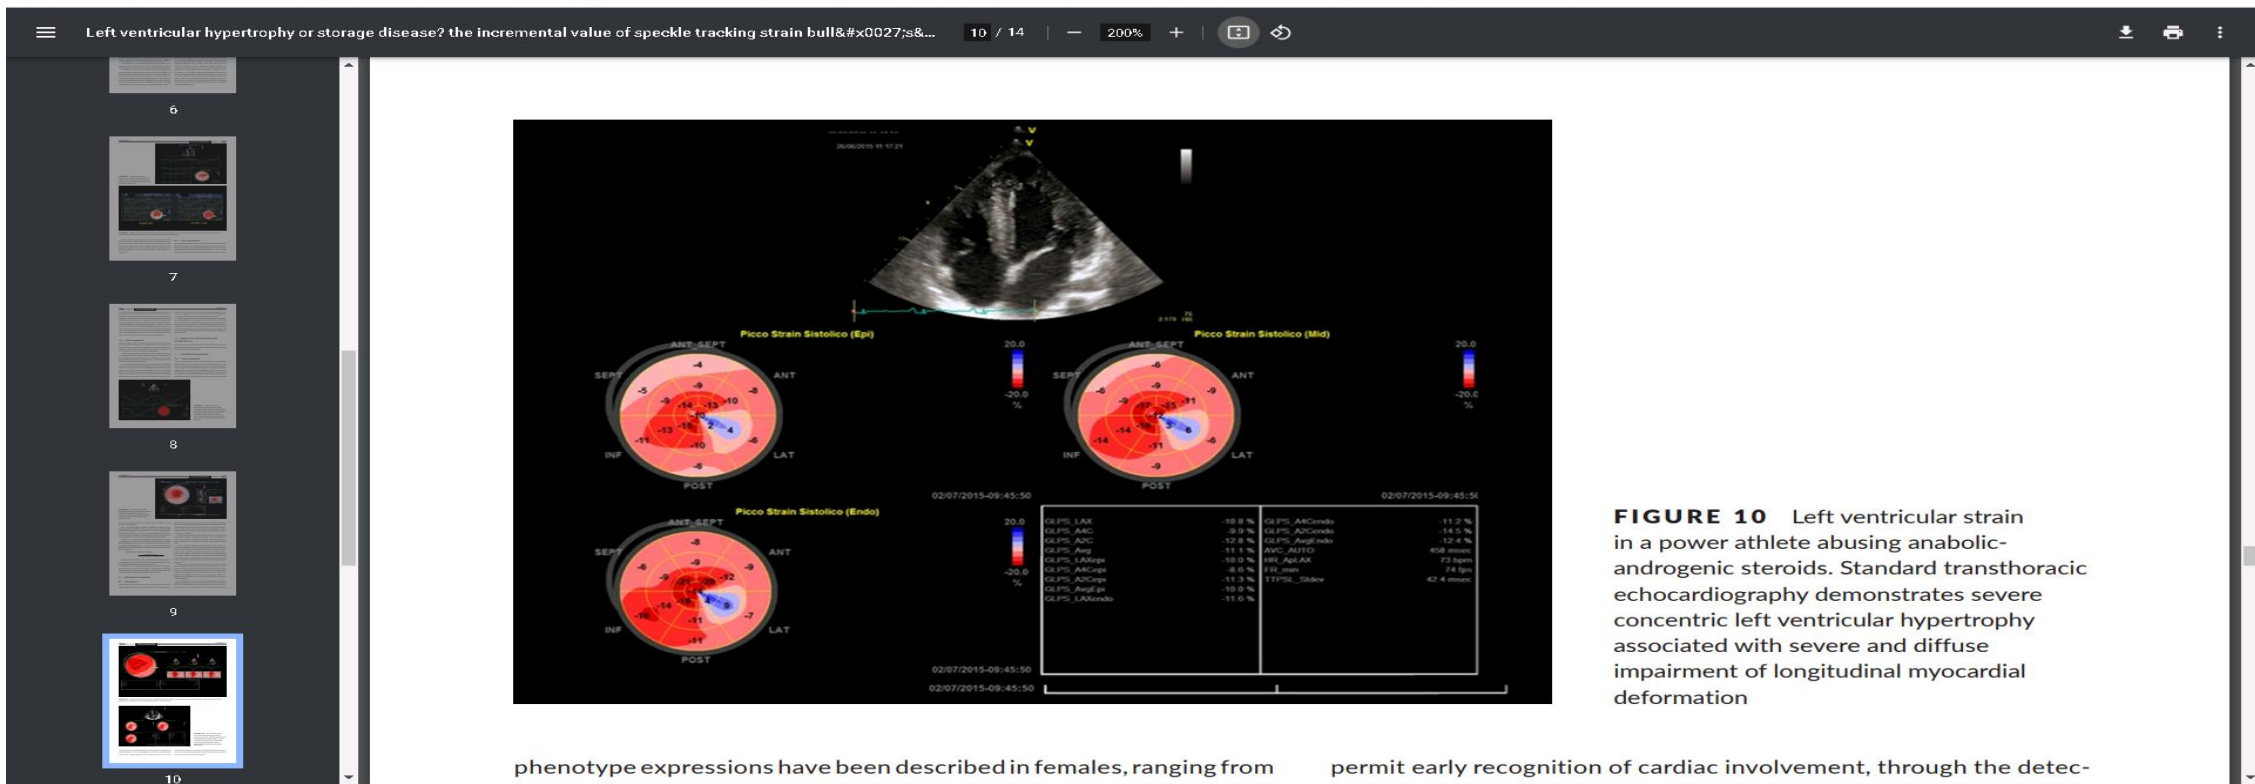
Left ventricular strain in a power athlete abusing anabolic-androgenic steroids. Standard transthoracic echocardiography demonstrates severe concentric left ventricular hypertrophy associated with severe and diffuse impairment of longitudinal myocardial deformation
